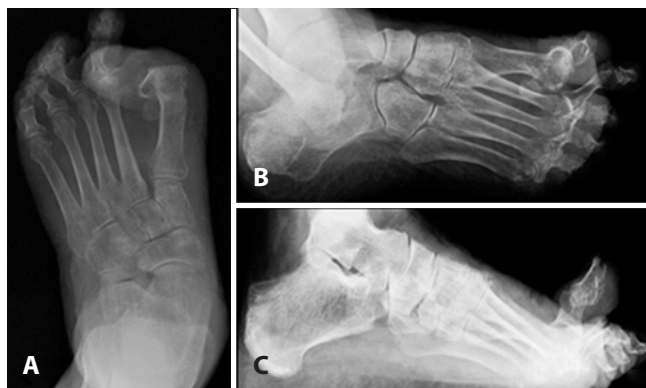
Radiografias pré-operatórias do pé esquerdo: A. Incidência anteroposterior com carga. B. Incidência oblíqua sem carga. C. Incidência perfil com carga. Radiografias demonstrando do pé associada a luxação ou subluxação dos dedos.
